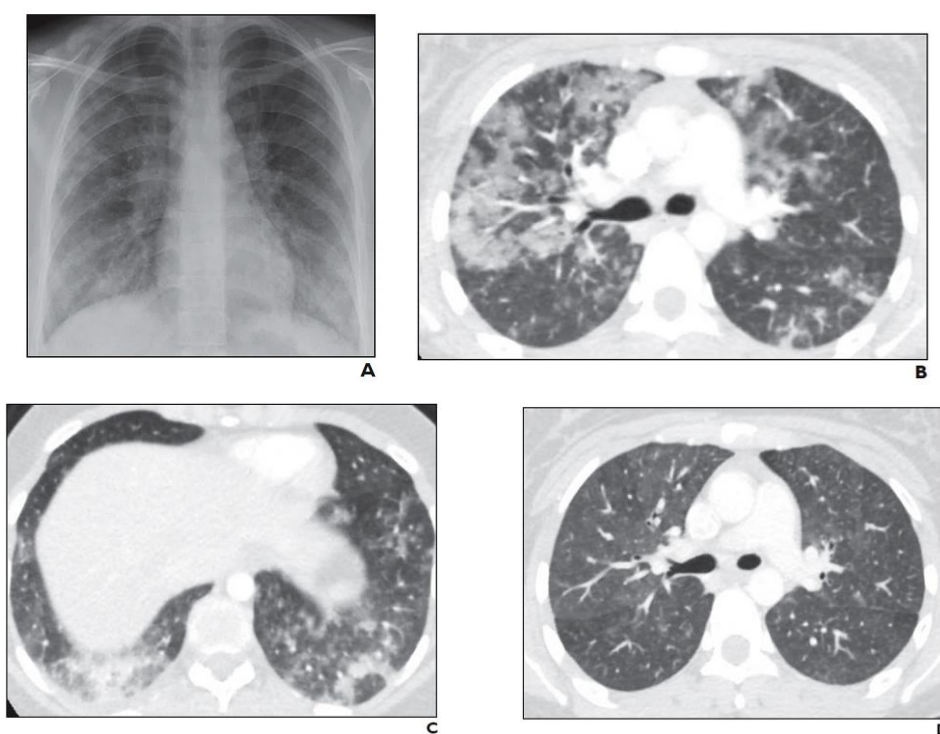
Neumonía eosinofílica aguda por *vaping*. La radiografía de tórax (A) muestra opacidades multilobulares, multifocales nebulosas bilaterales. Las imágenes de la angio-TC pulmonar (B y C) muestran opacidad en vidrio deslustrado bilateral en parches, consolidación y un pequeño derrame pleural derecho. La imagen D (realizada 3 días después) refleja mejoría tras corticoterapia (17).
